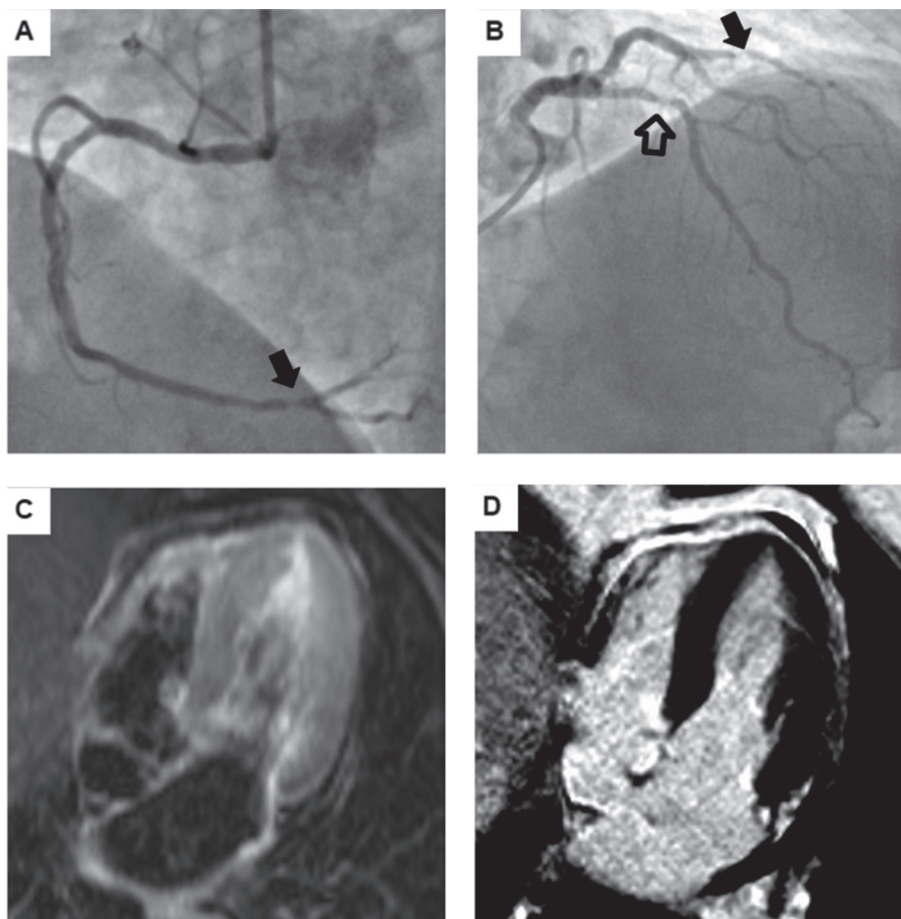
A: Coronariografía proyección oblicua anterior izquierda, arteria coronaria derecha con estenosis significativa en tercio distal (flecha). B: coronariografía proyección oblicua anterior derecha, arteria circunfleja con estenosis grave en tercio proximal de la arteria oblicua marginal (flecha con relleno color negro), y arteria descendente anterior con estenosis grave en tercio proximal calcificada (flecha con relleno transparente). C: resonancia nuclear magnética, en la secuencia T2 se evidencia aumento de la intensidad de la señal de los segmentos medioventriculares y apicales en relación a los basales, sugestivo de edema intramiocárdico. D: resonancia nuclear magnética, secuencia de realce tardío de gadolinio que evidencia ausencia de captación de contraste intramiocárdico
